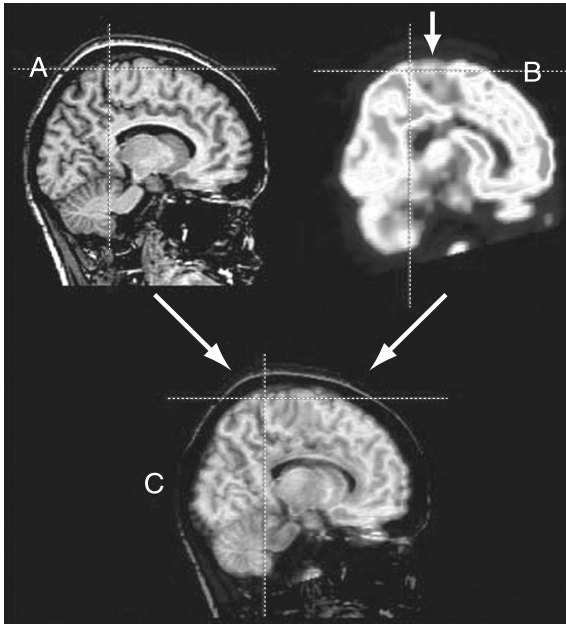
MRI-PET co-registration. A 7 year-old girl has suffered from frequent supplementary motor area seizures occurring several times per a night. Her brain MRI (A) showed no abnormality whereas brain FDG-PET (B) revealed a definite hypometabolism on left medial frontal region (arrow). Fused image (C) of MRI and FDG-PET could localize the hypometabolic zone on the patient's MRI. MRI and FDG-PET images were obtained from Samsung Medical Center.
